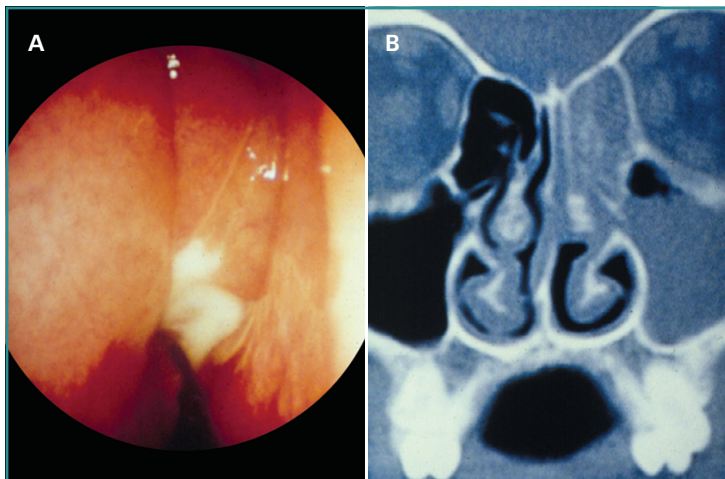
Sinusitis maxilar izquierda. (A) Endoscopia de la fosa nasal izquierda (rinorrea purulenta en meato medio). (B) TC coronal de los senos.
